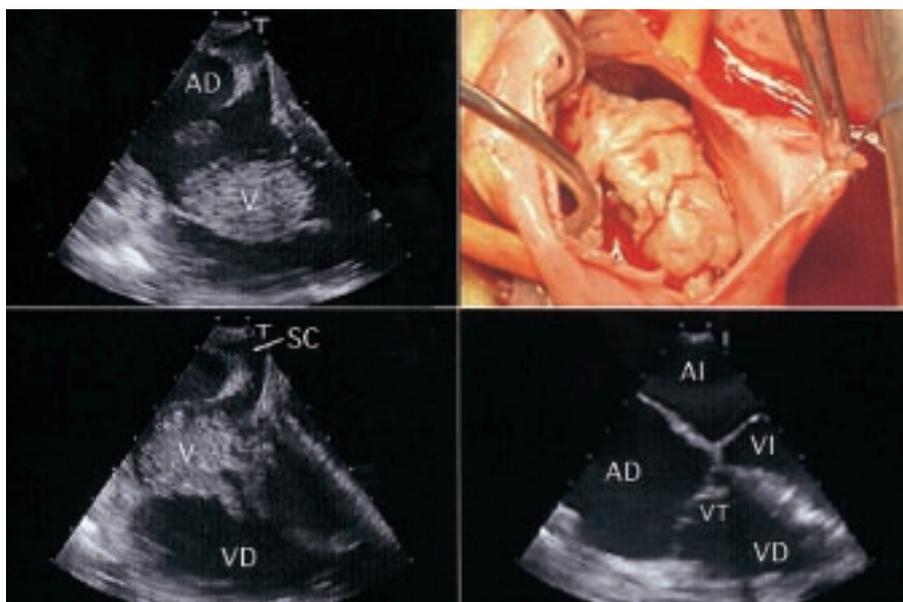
Una mujer de 33 años adicta a la heroína se presentó con fiebre e insuficiencia respiratoria en el contexto de endocarditis tricuspídea por *Staphylococcus aureus* complicada con múltiples embolismos pulmonares sépticos. El ecocardiograma transesofágico puso de manifiesto una vegetación de 6,5 × 4,0 cm unida al velo anterior de la válvula tricúspide (panel superior izqdo.). A pesar de su aspecto amenazante (panel inferior izqdo.), la paciente fue tratada médicamente con cloxacilina y gentamicina. Debido a la precoz recurrencia de los embolismos sépticos, con severo distrés respiratorio, la paciente fue intervenida. En la cirugía se observó una enorme vegetación de morfología polipoide adherida a la superficie auricular del velo anterior tricuspídeo (panel superior dcho.). La ausencia de afectación del velo posterior y septal tricuspídeos permitió un manejo conservador mediante vegetectomía. La masa fue extirpada sin evidencia de daño estructural sobre la válvula. El cultivo de la vegetación fue positivo para *Staphylococcus aureus*. El ecocardiograma transesofágico realizado después de la cirugía demostró el aspecto normal de la válvula tricúspide con regurgitación trivial residual (panel inferior dcho.). VI: ventrículo izquierdo; VD: ventrículo derecho; AI: aurícula izquierda; AD: aurícula derecha; SC: seno coronario; V: vegetación; VT: válvula tricúspide.
